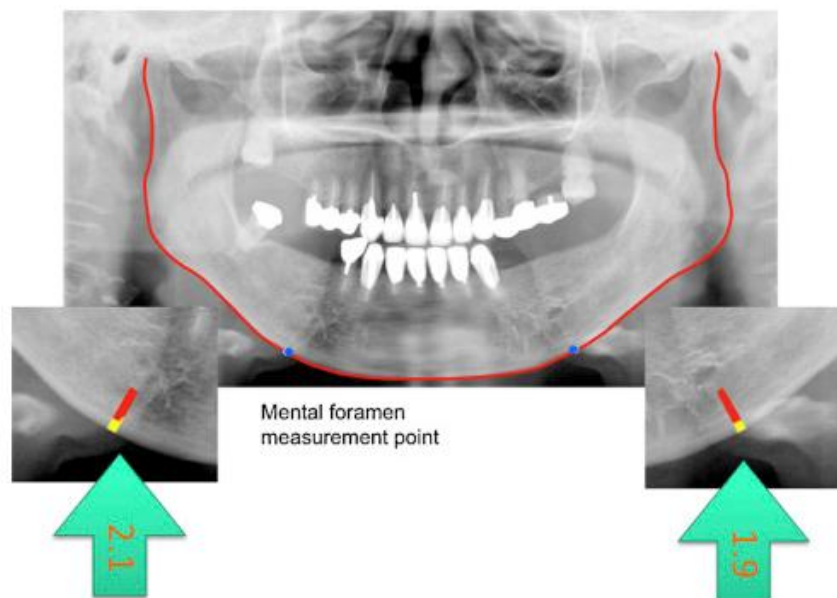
UTILIZACIÓN DE CAD PARA MEDIR EL GROSOR DE LA CORTICAL MANDIBULAR EN RADIOGRAFÍA PANORÁMICA. TOMADO DE PROGRESS OF COMPUTER-AIDED DETECTION/DIAGNOSIS (CAD) IN DENTISTRY (Katsumata & Fujita, 2014)
